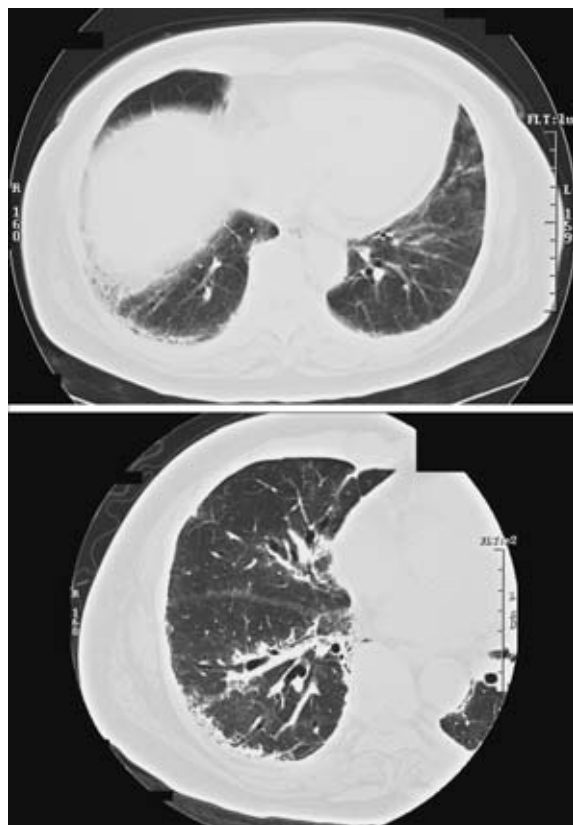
Chest CT (upper) and HRCT (lower) scan obtained on admission, showing peripheral air-space consolidation and ground-glass attenuation mainly in both lower lung fields without typical honeycombing.
